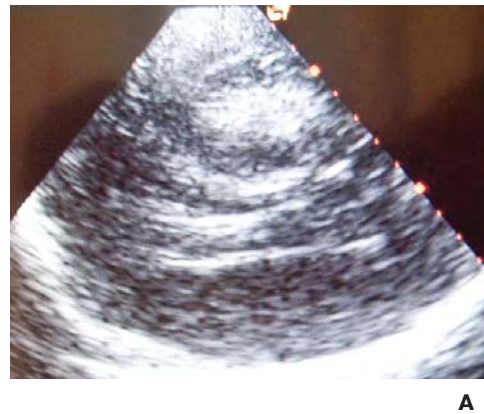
Внутримозговая гематома у женщины 52 лет. А – транскраниальная УС. Б – компьютерная томография. Гематома обозначена стрелкой
